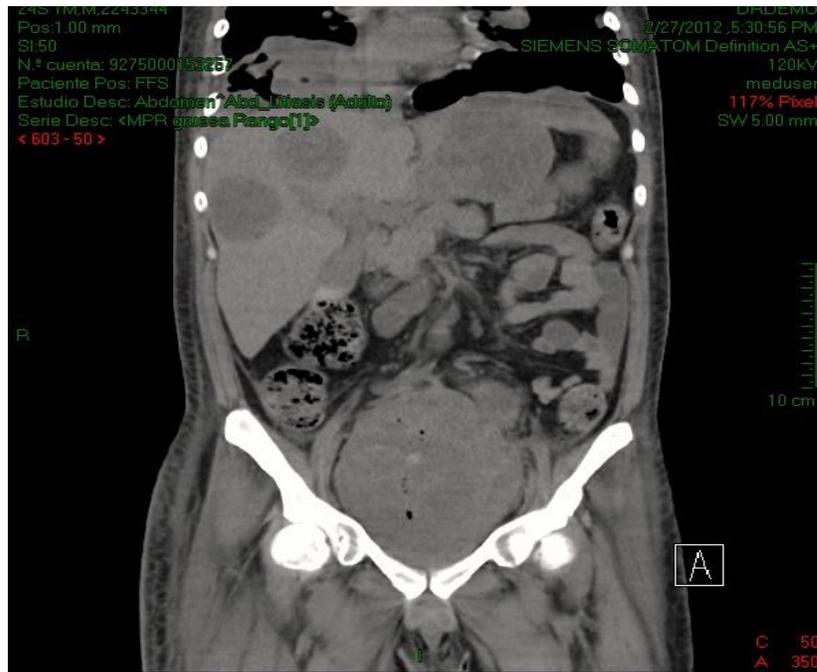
TAC Abdominopélvica en fase simple muestra zonas hipo e hiperdensas en cavidad vesical sugestivas de Tumor vesical con metástasis hepáticas. (HGM)
